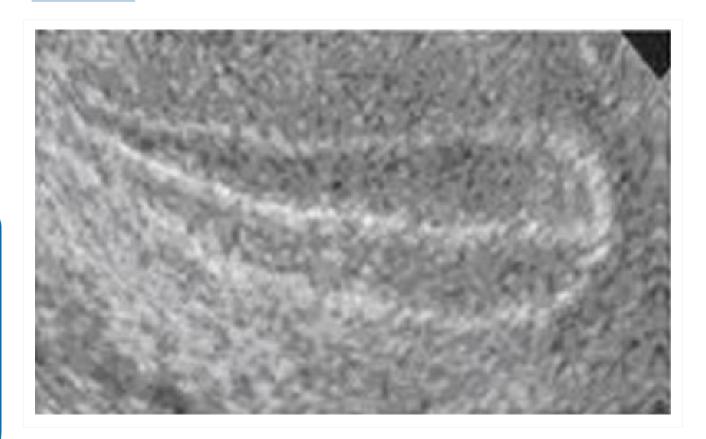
Ecogenicidade endometrial na presença de estrogênio somente da forma como aparece na ultrassonografia transvaginal (endométrio trilaminar)
